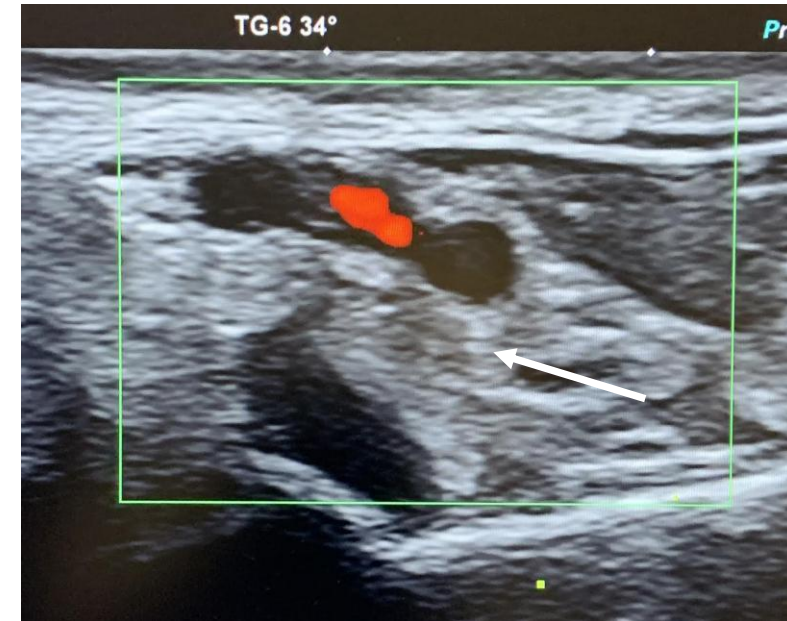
(a) Posición del paciente y del transductor para bloqueo del nervio tibial. (b) Imagen de ecografía en la que identificamos los vasos y el n. tibial.
